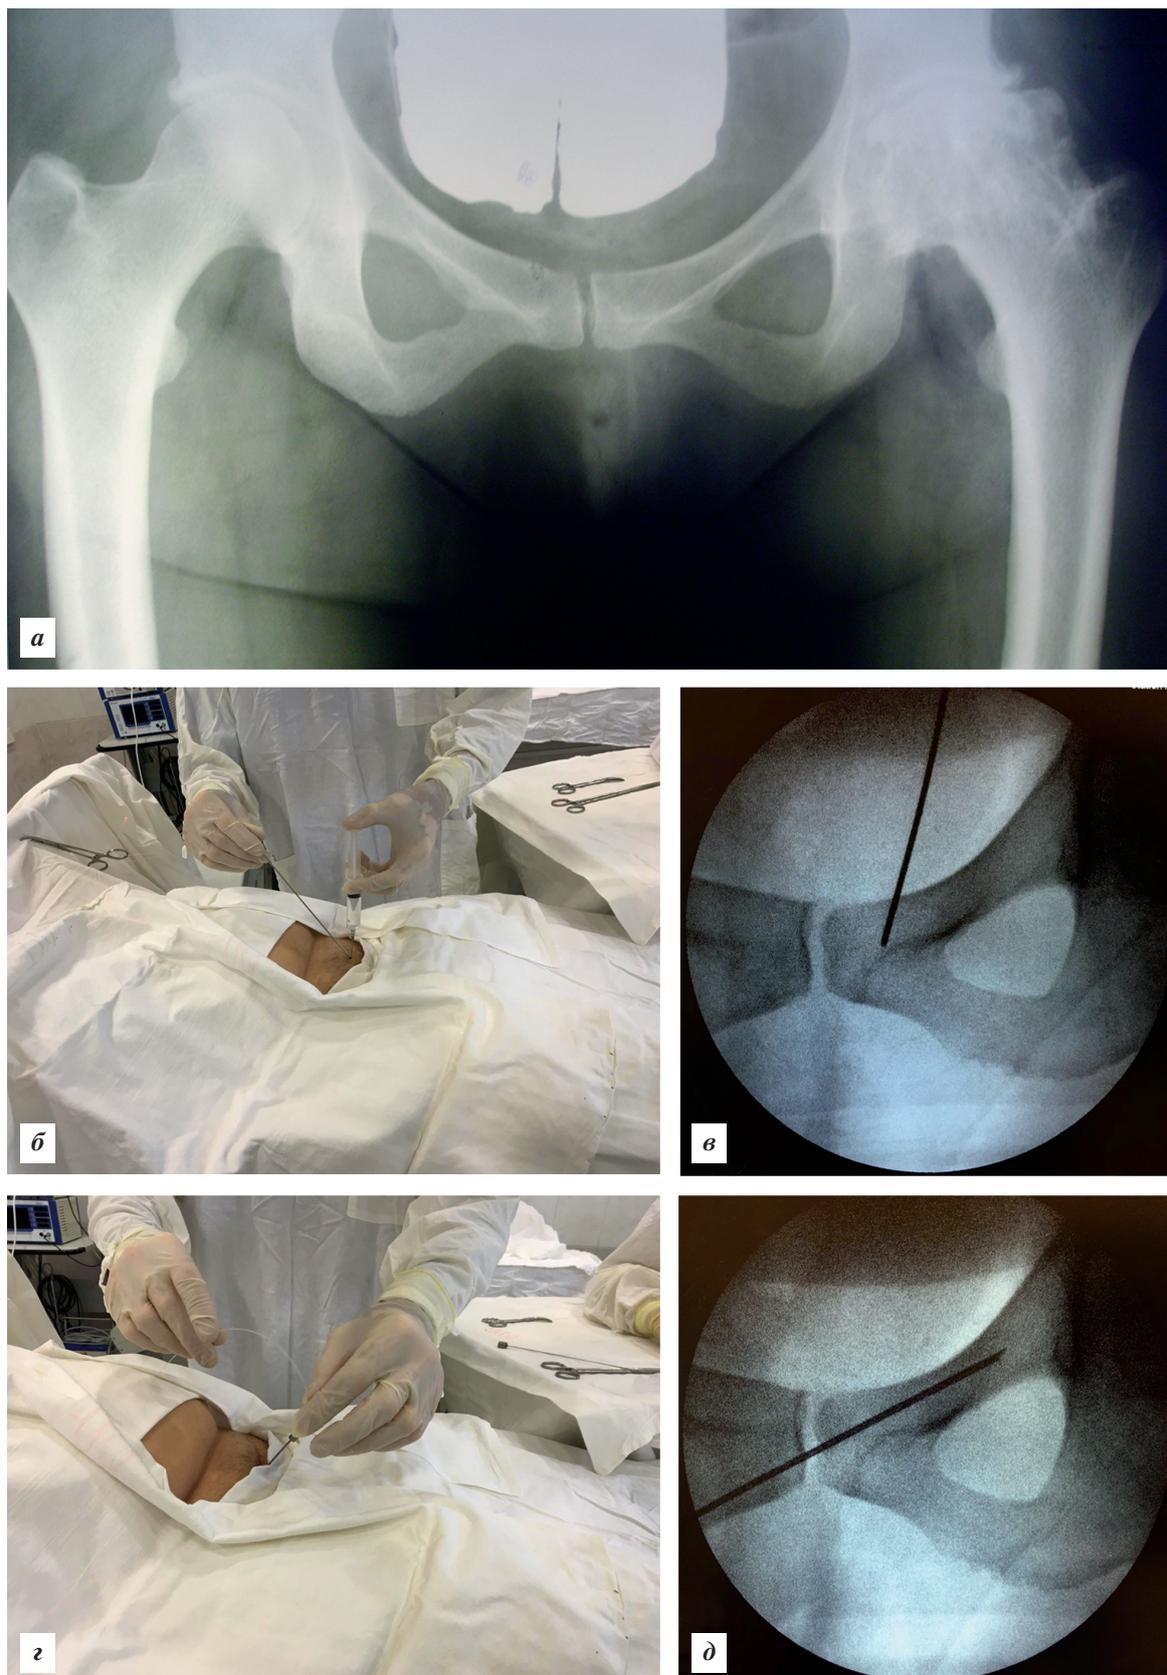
Клинический пример пациентки К., 66 лет, которой выполнена деструкция суставной ветви запирающего нерва слева по поводу дегенеративного коксартроза слева IV стадии по классификации Kellgren—Lawrence: а — дооперационная рентгенография ТБС; б, в — общий вид и флюороскопическое изображение положения иглы, направленной к горизонтальной линии лобковой кости; г, д — общий вид и флюороскопическое изображение положения мандрена с введенным световодом, направленных к наружному краю запирающей борозды
